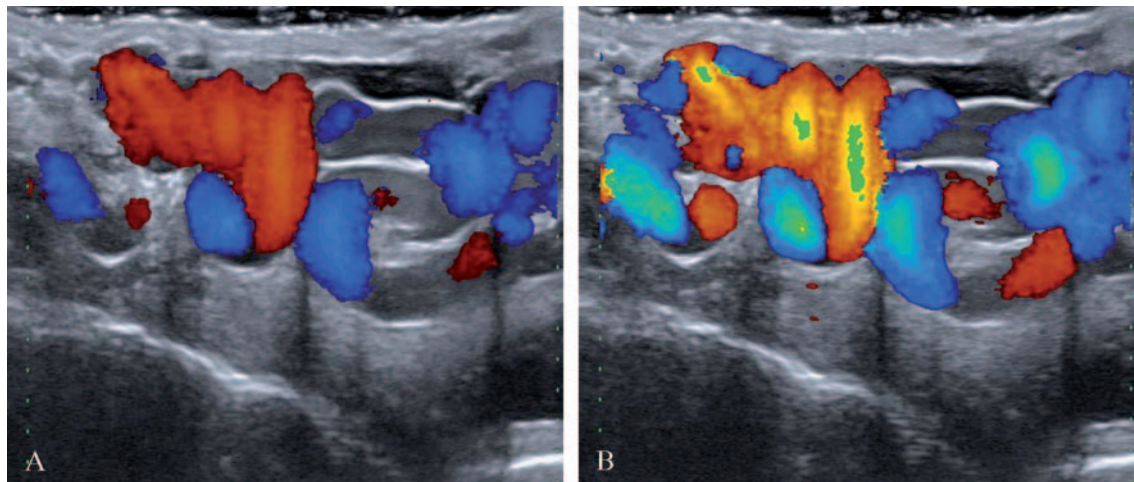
Varicocele. (a,b) Color Doppler images obtained above the testis in standing position at rest (a) and during the Valsalva maneuver (b). Multiple, serpiginous, vascular spaces are recognized in the spermatic cord which present with increased flow during the Valsalva maneuver.
